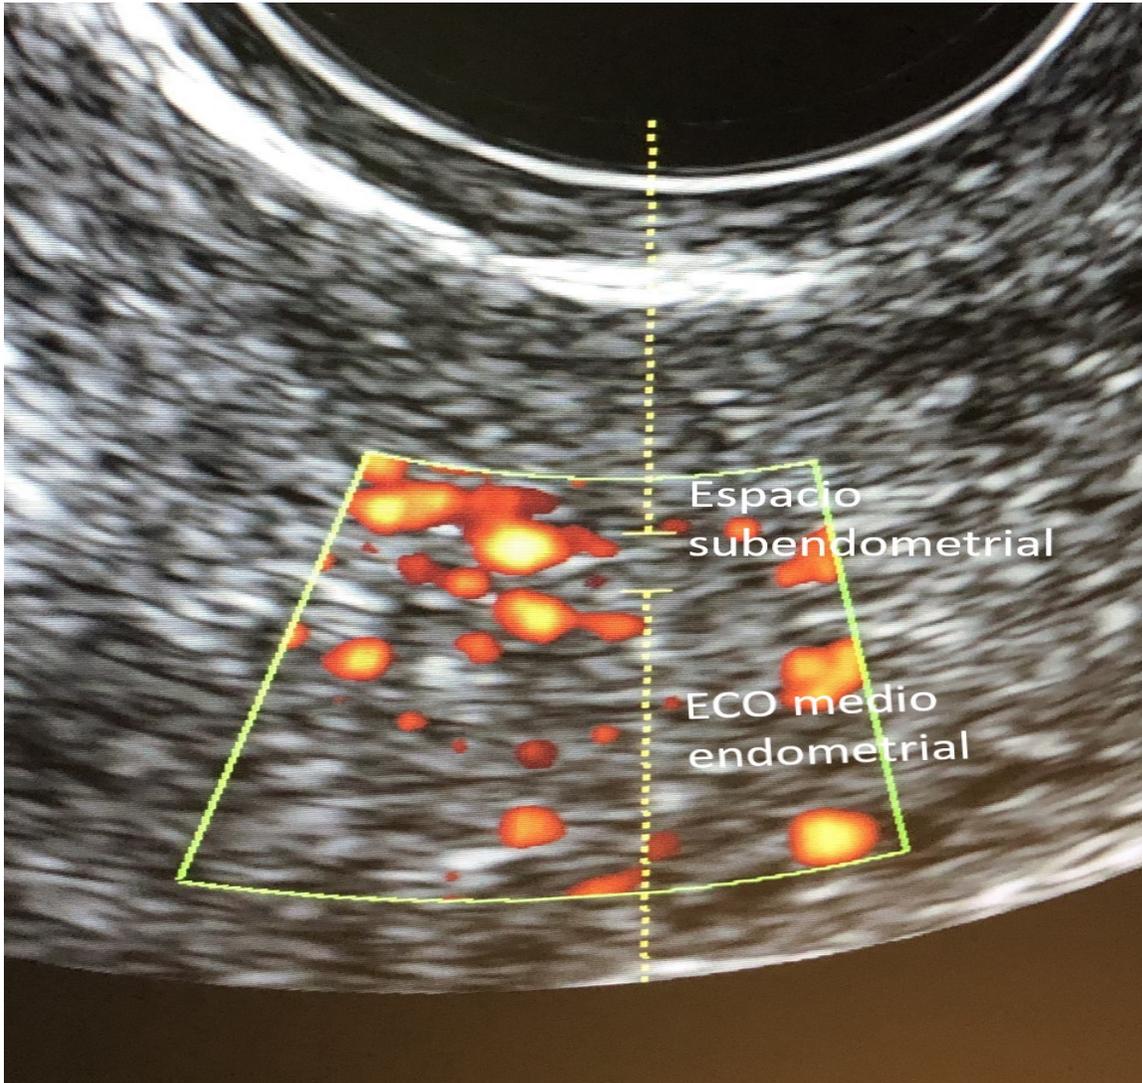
Doppler color de espacio subendometrial.
